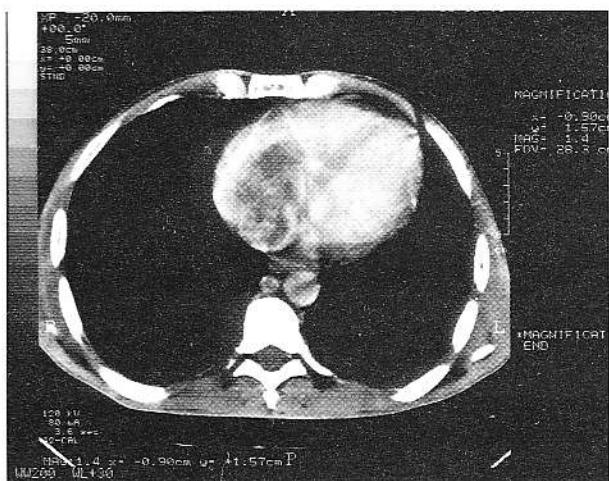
Explorare CT toracică: masa tumorală care ocupă cca mai mare parte din cordul drept.
